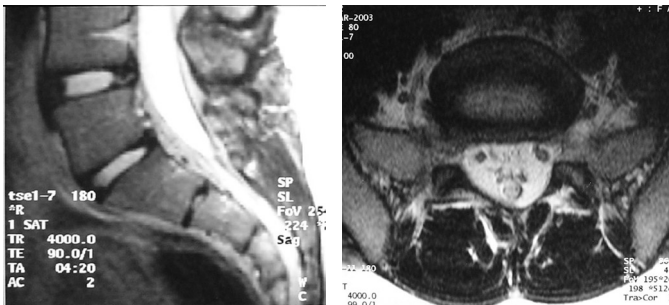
Resonancia magnética que demuestra vitalidad del disco L5-S1
